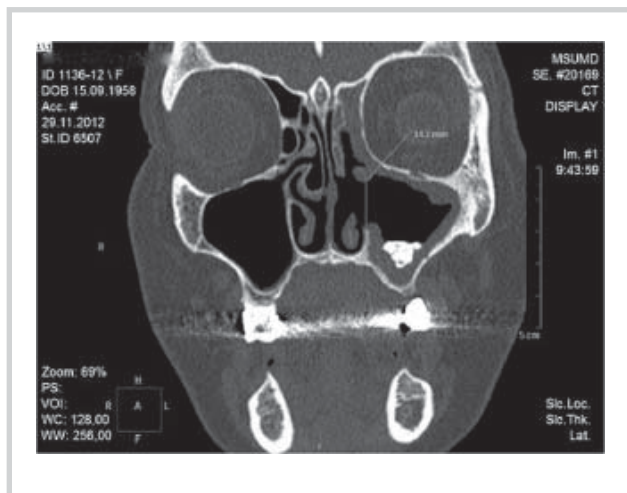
Та же больная. МСК-томограмма в коронарной проекции до операции.
